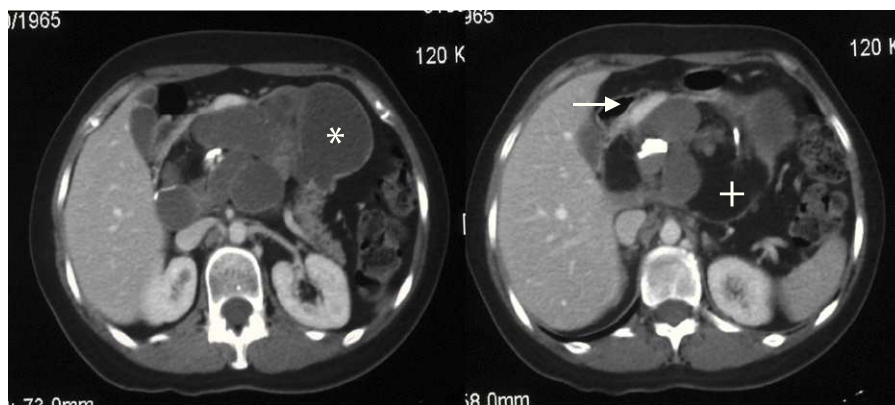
TC. Lesión quística compleja en región cefálica y cuerpo de páncreas con áreas de densidad grasa (*) e hídrica (+). Desplazamiento anterior del confluente venoso mesentérico portal (flecha).
